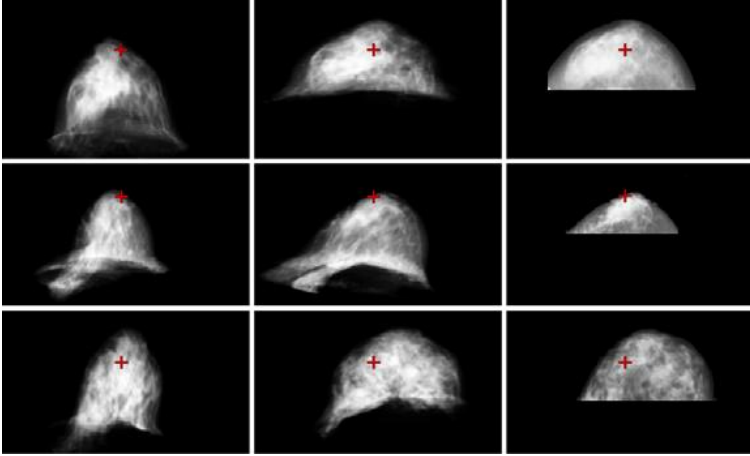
De izquierda a derecha: proyección RM, registro RM-RX imagen de RX original en Mertzanidou et al. [19].
